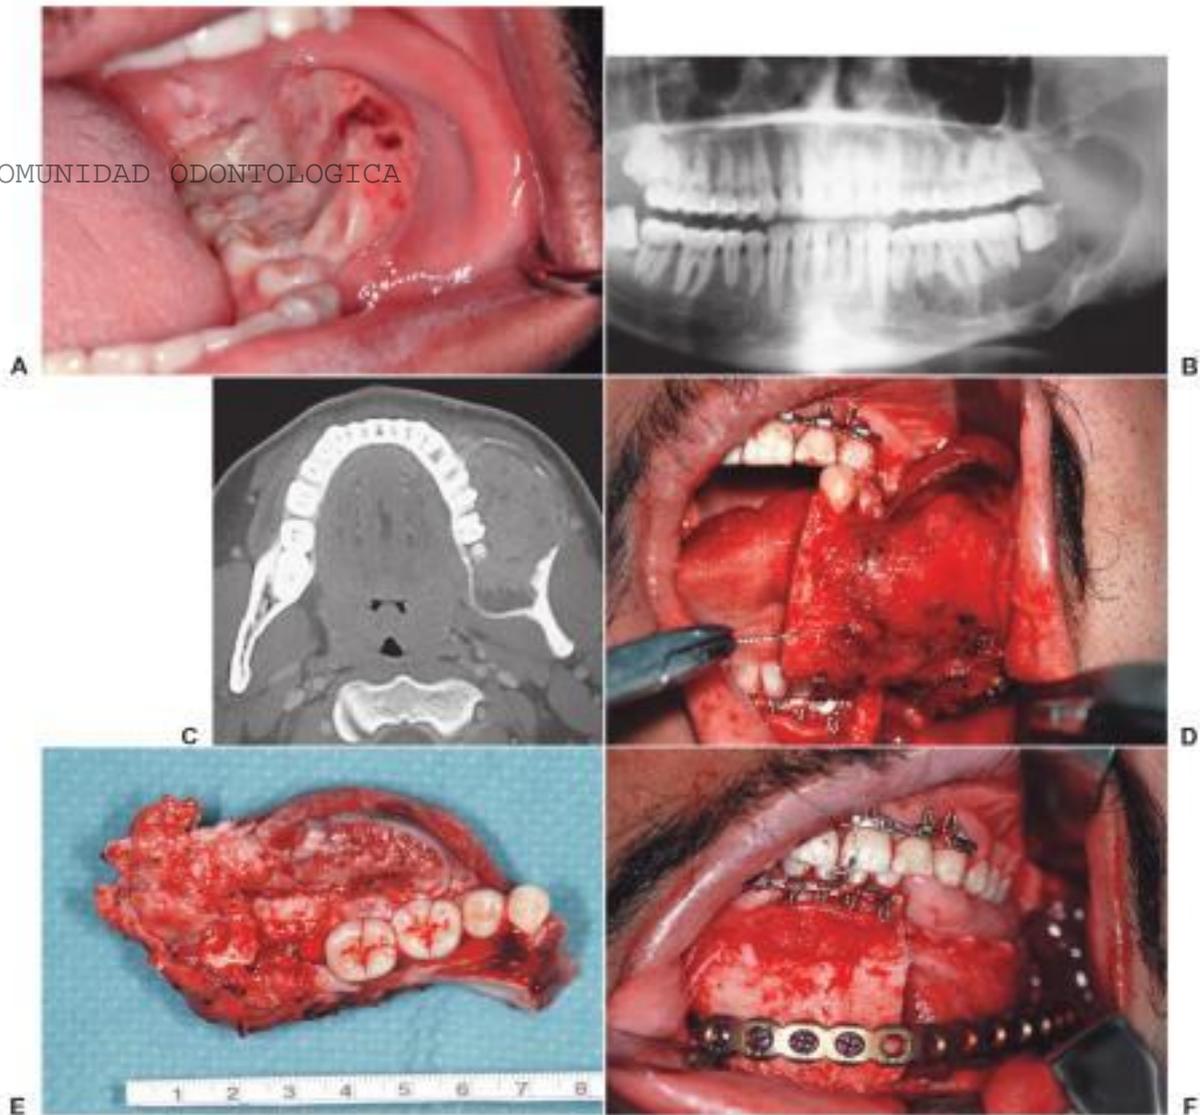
Resección parcial mandibular por un ameloblastoma. A, Fotografía de la lesión en el área molar izquierda mandibular. B, Aspecto inicial en una radiografía panorámica que muestra una radiolucidez multilocular asociada con un diente impactado. La biopsia incisional de la lesión demostró un ameloblastoma. C, Tomografía computarizada que muestra la extensión de la lesión. D, Fotografía de la resección intraoral del tumor. E, Pieza quirúrgica. F, Reconstrucción de la mandíbula con una gran placa ósea.
